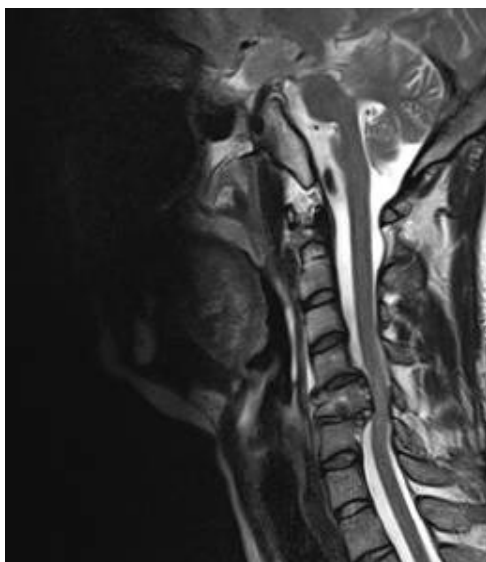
Pre OP state of C-spine MRI saggital view 2014. 7. 17
